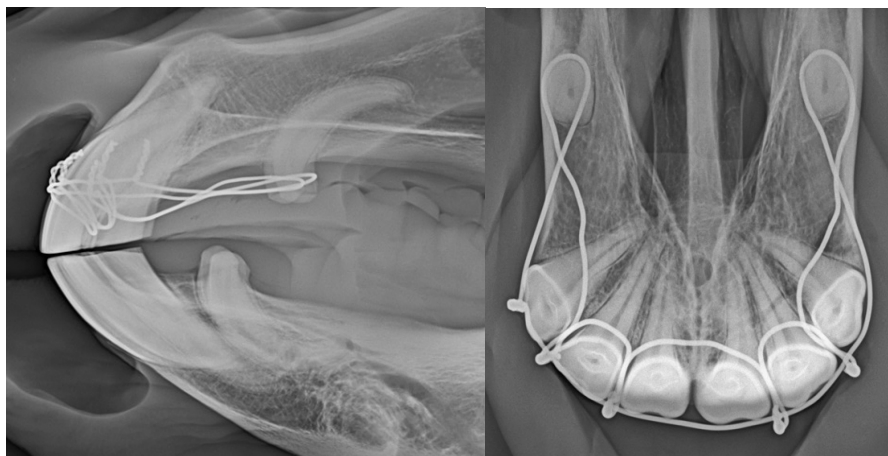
Postoperative Röntgenaufnahmen von der Drahtschienung nach Obwegeser der in Abb. 3 dargestellten Avulsionsfraktur der Incisivi 201-203
